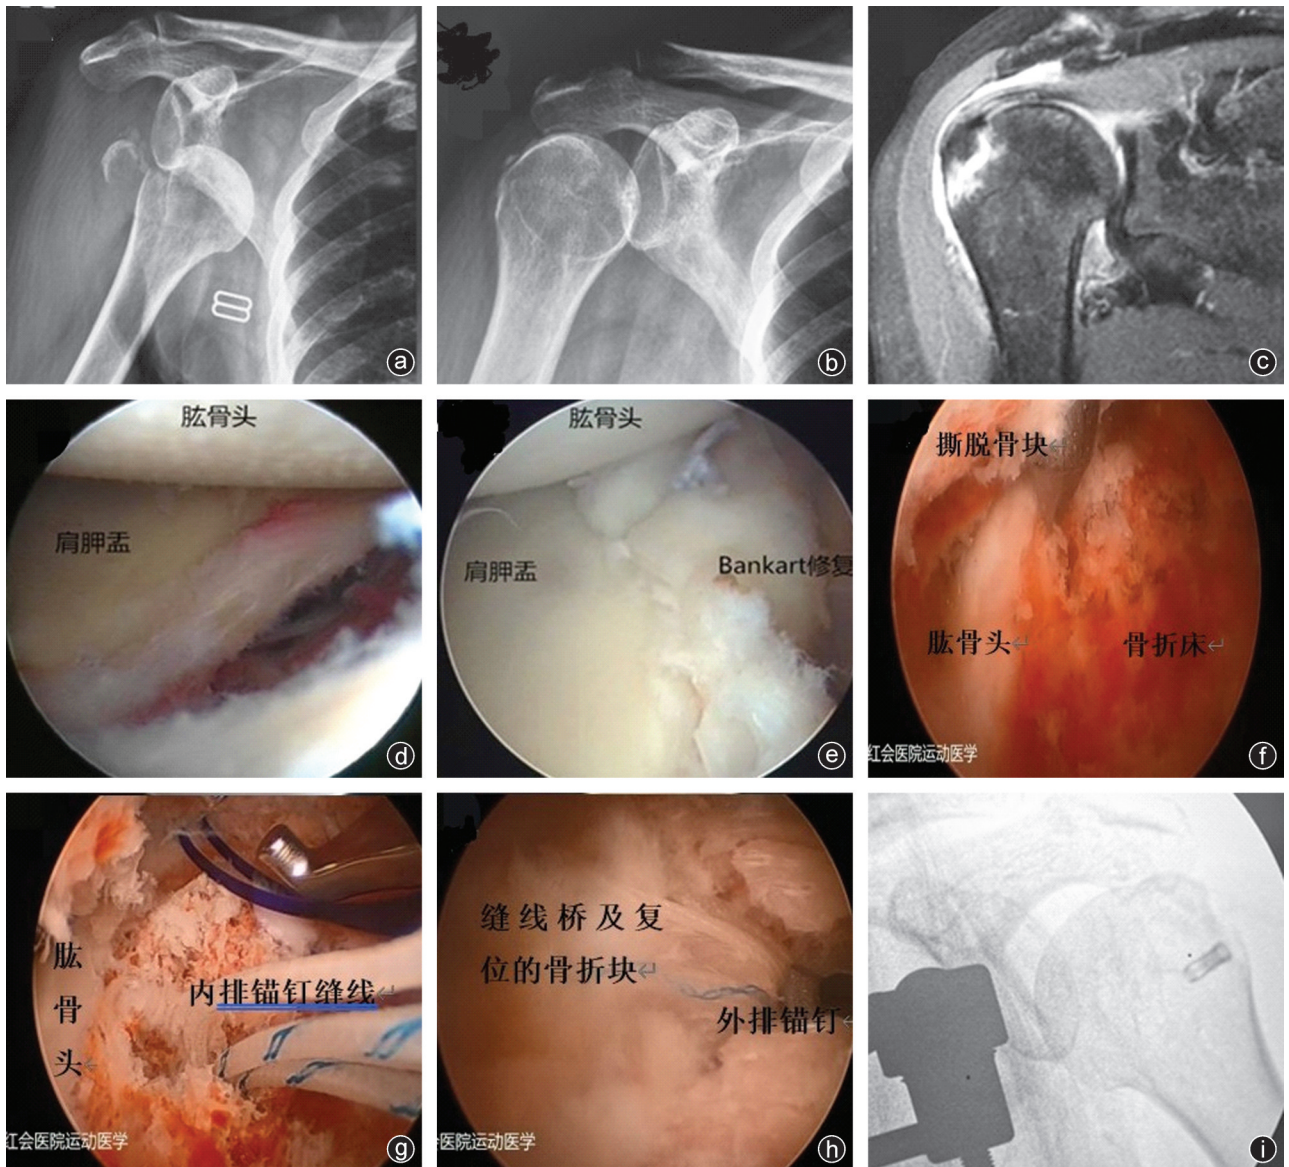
病人,女,56岁,确诊为肩关节脱位合并冈上肌止点撕脱骨折 a:术前X线片显示肩关节前脱位及冈上肌止点撕脱骨折移位;b:复位后肩关节对合关系;c:MRI显示冈上肌止点撕脱骨折移位大于5 mm;d:关节镜下探查发现前方盂唇撕裂大于10 mm;e:关节镜下Bankart修复后表现;f:关节镜下骨折端清理后可显示冈上肌撕脱骨折块;g:关节镜下骨折床近端置入内排PeeK锚钉,以PDS线将内排锚钉缝线穿出至骨折床近端的冈上肌腱上表面;h:关节镜下以外排锚钉使用缝线桥技术复位骨折块后表现;i:关节镜下缝线桥技术固定后X线表现
